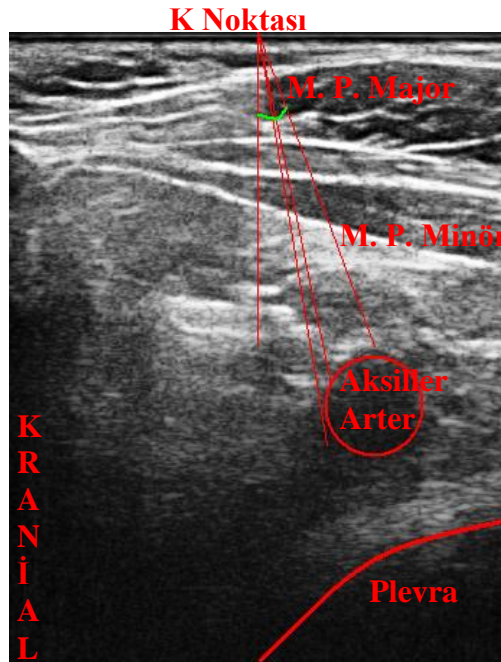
Ultrasonografik değerlendirme noktalarının tespiti. K: korakoid blok uygulama noktası (K noktası), KL: klavikula, KP: korakoid çıkıntı
